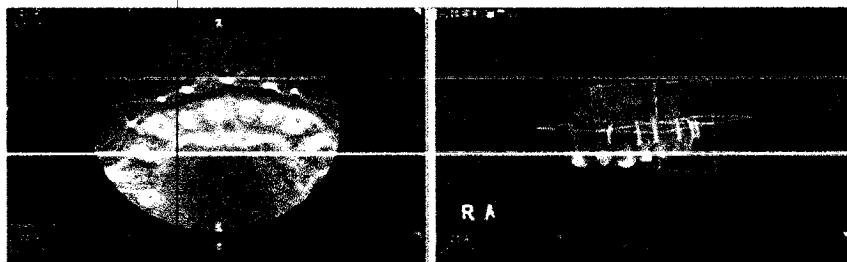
Images issues du cone beam prise avec le guide radiologique en place.
